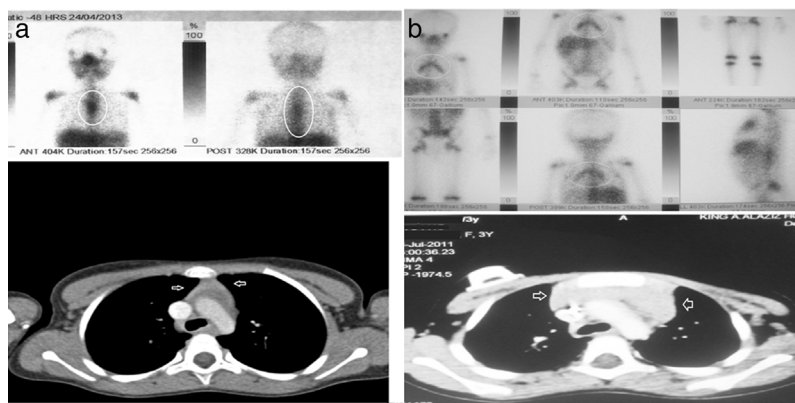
a y b) Imágenes de TC y GA-67 de dos pacientes con hiperplasia tímica de rebote (pacientes 1 y 2 en la [tabla 2](#)).
